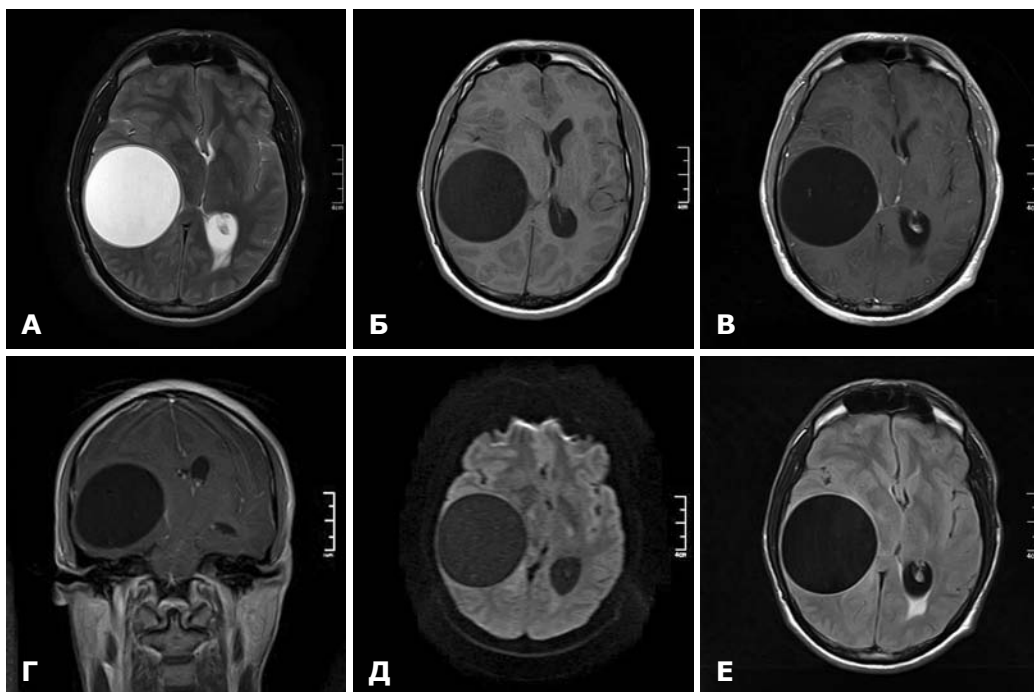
МРТ головного мозга до операции. А — T2 режим; Б — T1 режим; В — T1 режим с внутривенным усилением; Г — выраженный масс-эффект; Д — режим диффузии; Е — режим FLAIR.
